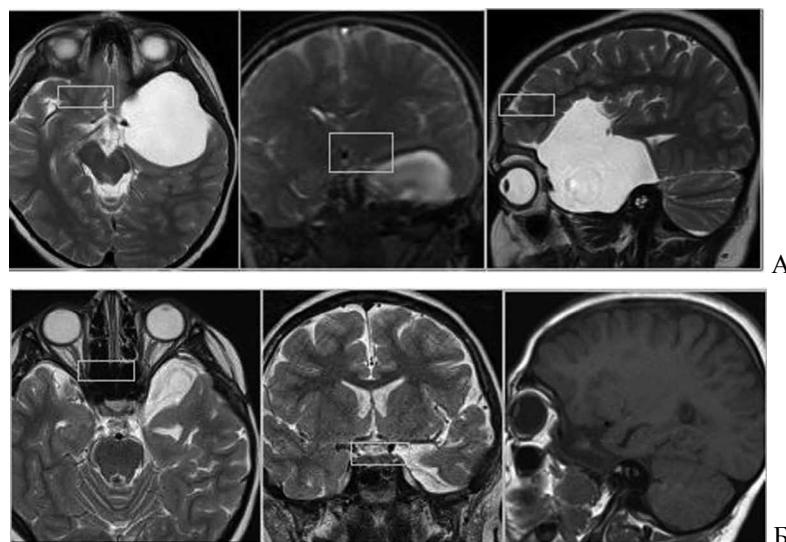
МРТ головного мозга до операции (А), после операции (Б).
